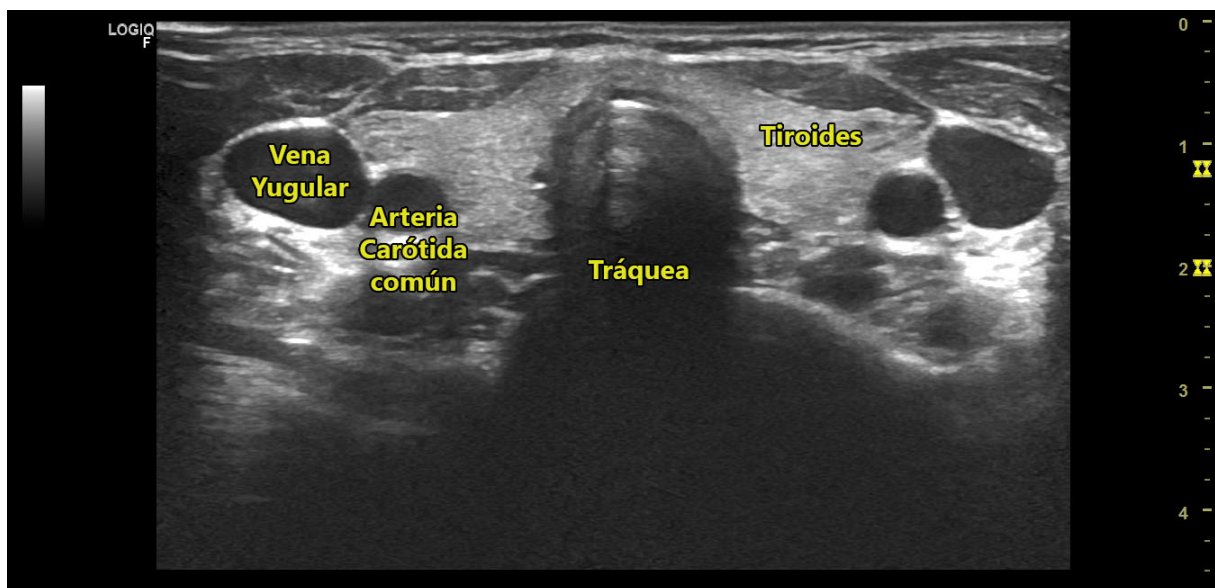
Ecografía tiroidea de glándula tiroidea normal. Corte transversal. Fuente: elaboración propia.
